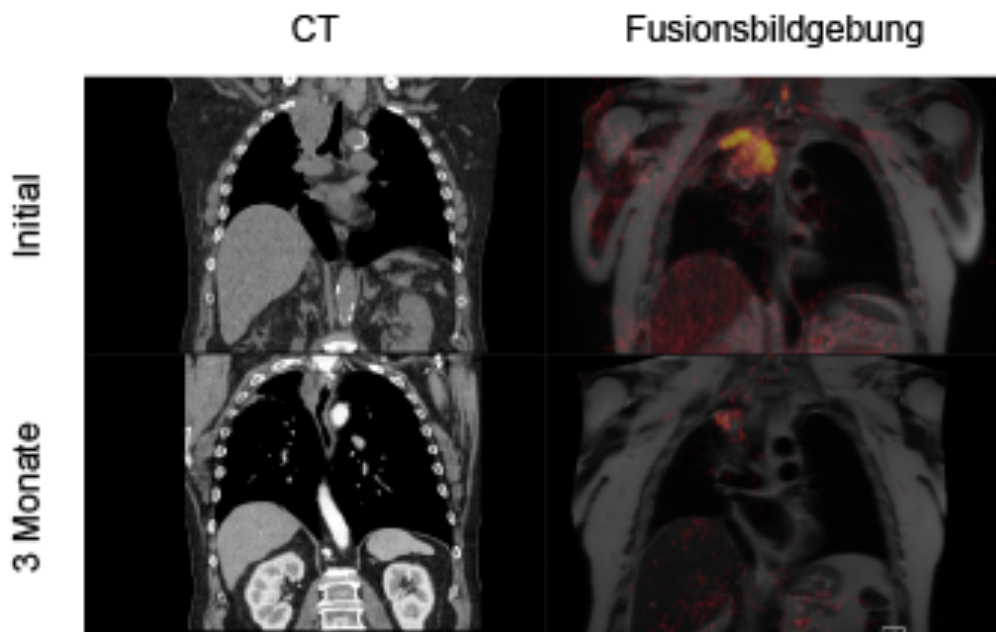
Patient 1; Vergleich der CT mit der DWI/T₂-TSE-Fusionsbildgebung; oben die initiale Bildgebung, darunter die Untersuchungen nach 3 Monaten.
